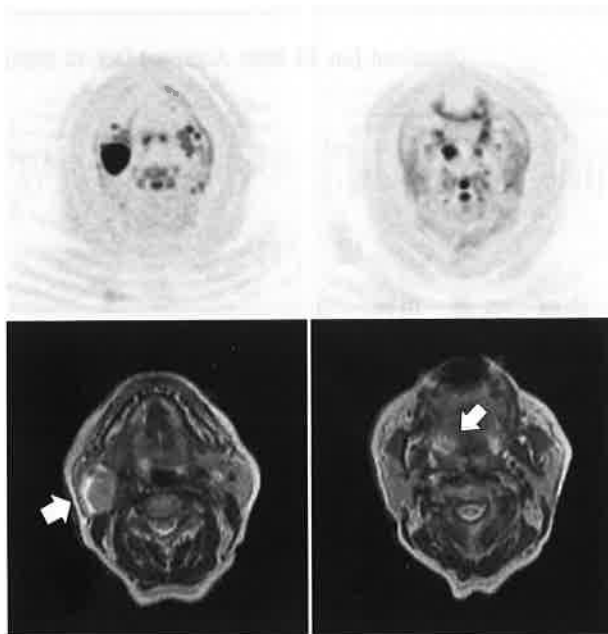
拡散強調画像（DWI）（上段）と DWI と T2 の融合画像（下段）
